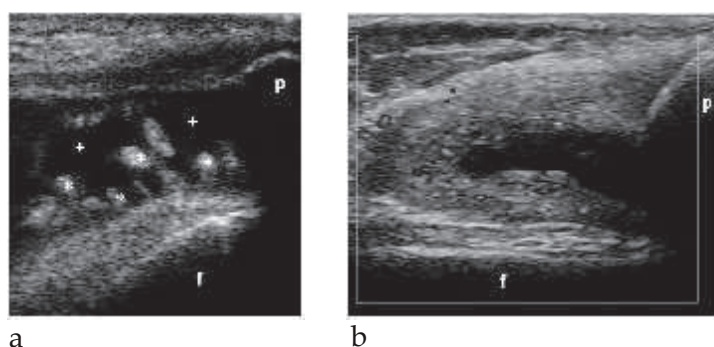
Patologia sinoviale. (a) Marcata distensione fluida della capsula articolare nel cui contesto si apprezzano diffusi fenomeni di ipertrofia sinoviale in paziente con artrite psoriasica. (b). Sinovite proliferativi in fase attiva con incremento del segnale colore al power-Doppler in paziente con artrite reumatoide.
